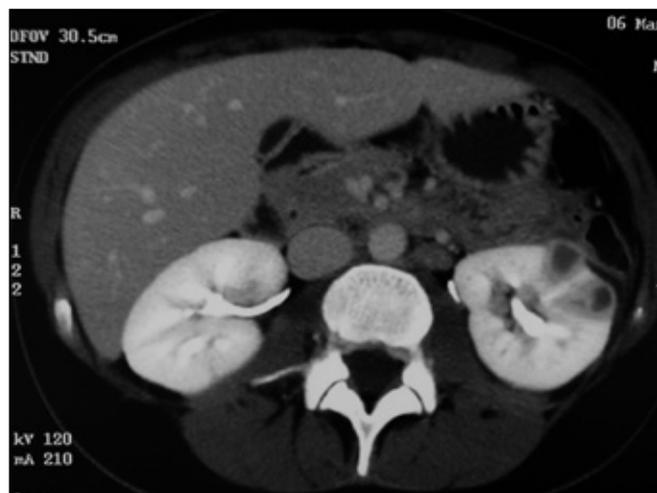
Duplice ascesso renale alla TC.
